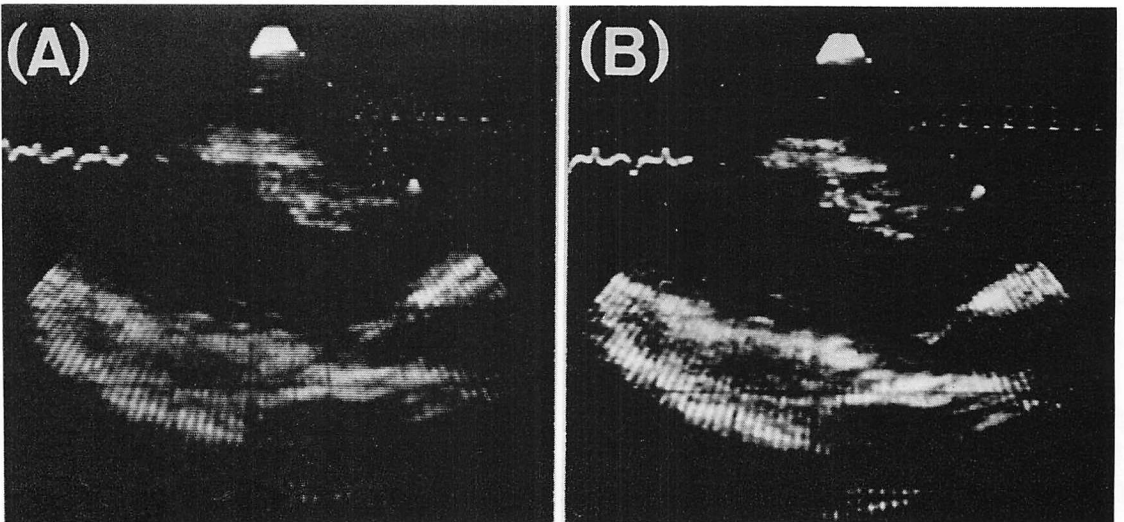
Long-axis two-dimensional echocardiograms of the left ventricle in a clinical case before and during coronary arteriography.
